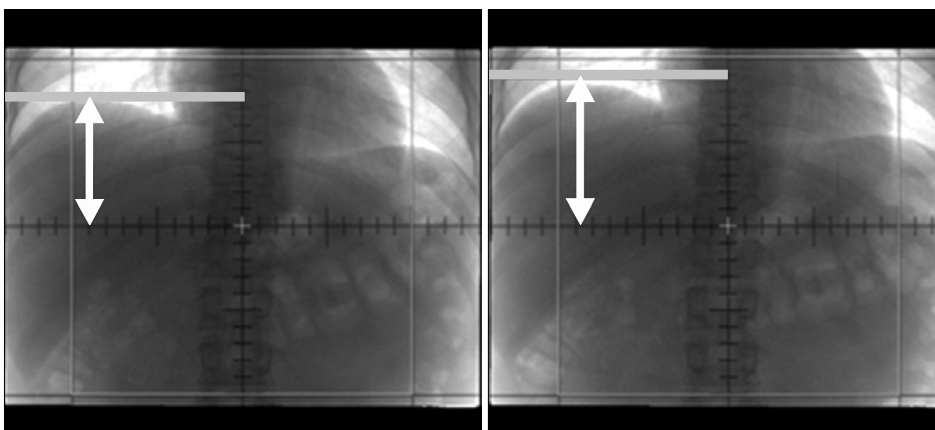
Body-fix using abdominal x-ray fluoroscopy.
